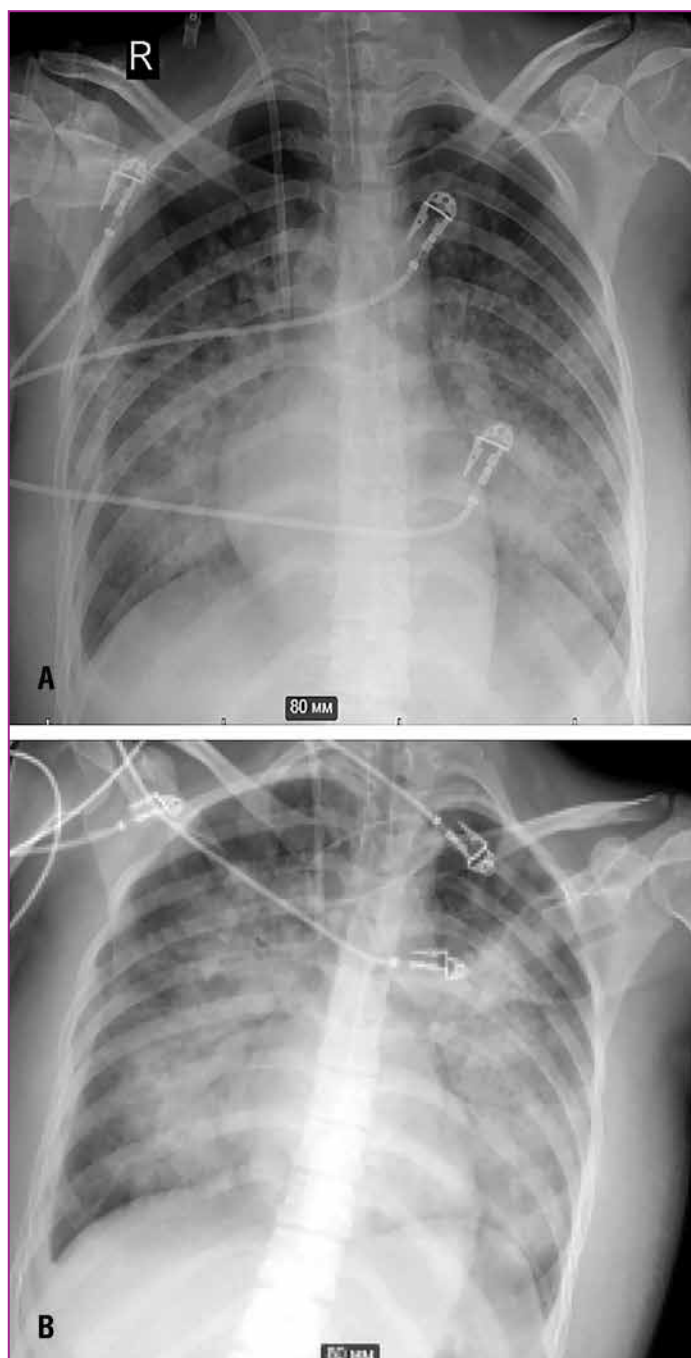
Динамика рентгенологических изменений в легких.
